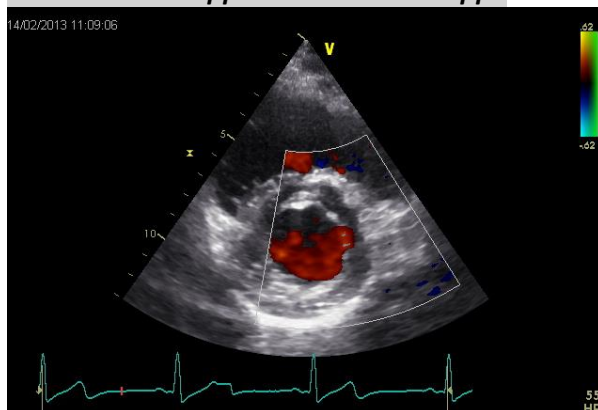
Farbdoppler Höhe Mitralklappe
